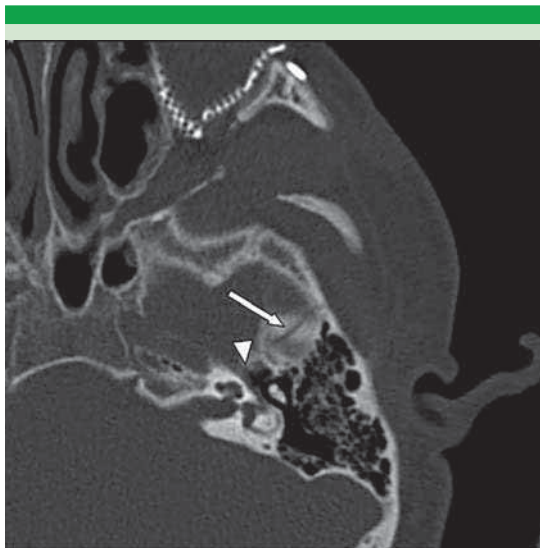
Tomografía axial con ventana para hueso. Trazo de fractura transversal del temporal (flecha), con probable lesión de ganglio geniculado (cabeza de flecha). Obsérvense las placas de reparación en las paredes del seno maxilar izquierdo.
